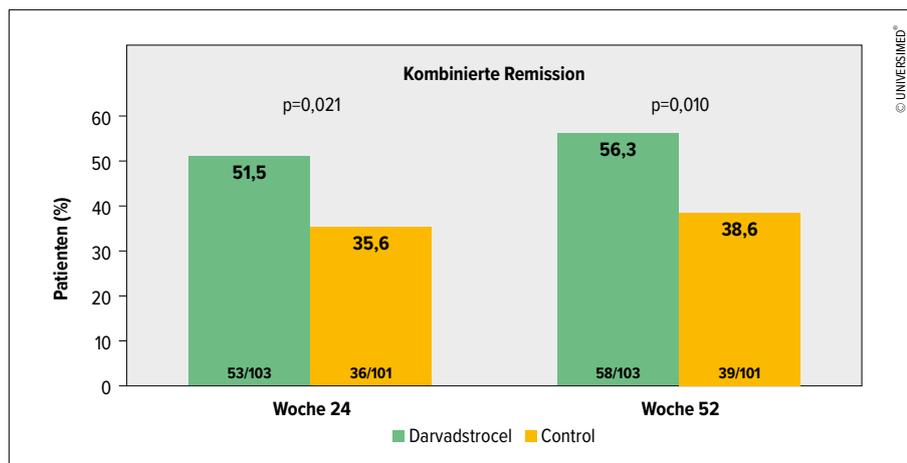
Phase-III-Studie ADMIRE – koprimärer Endpunkt: klinische und radiografische Remission in den Wochen 24 und 52 (nach Panés J et al.)²³
